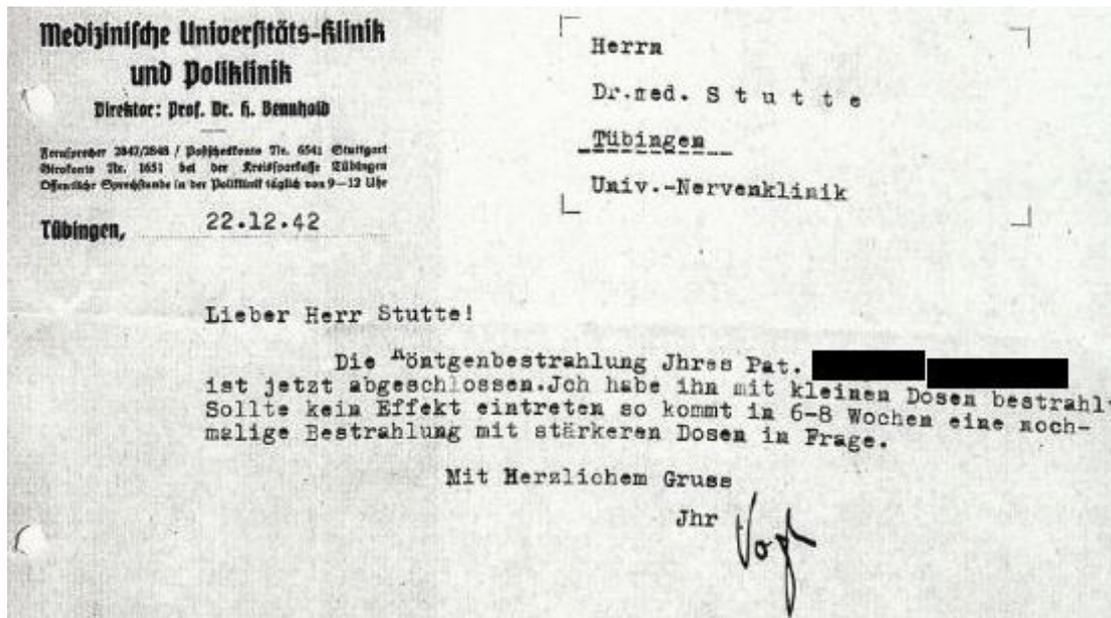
Variante eines Berichts über die Bestrahlung eines Patienten durch die Röntgenabteilung in der medizinischen Universitäts-Klinik und Poliklinik Tübingen aus dem Jahr 1942.
